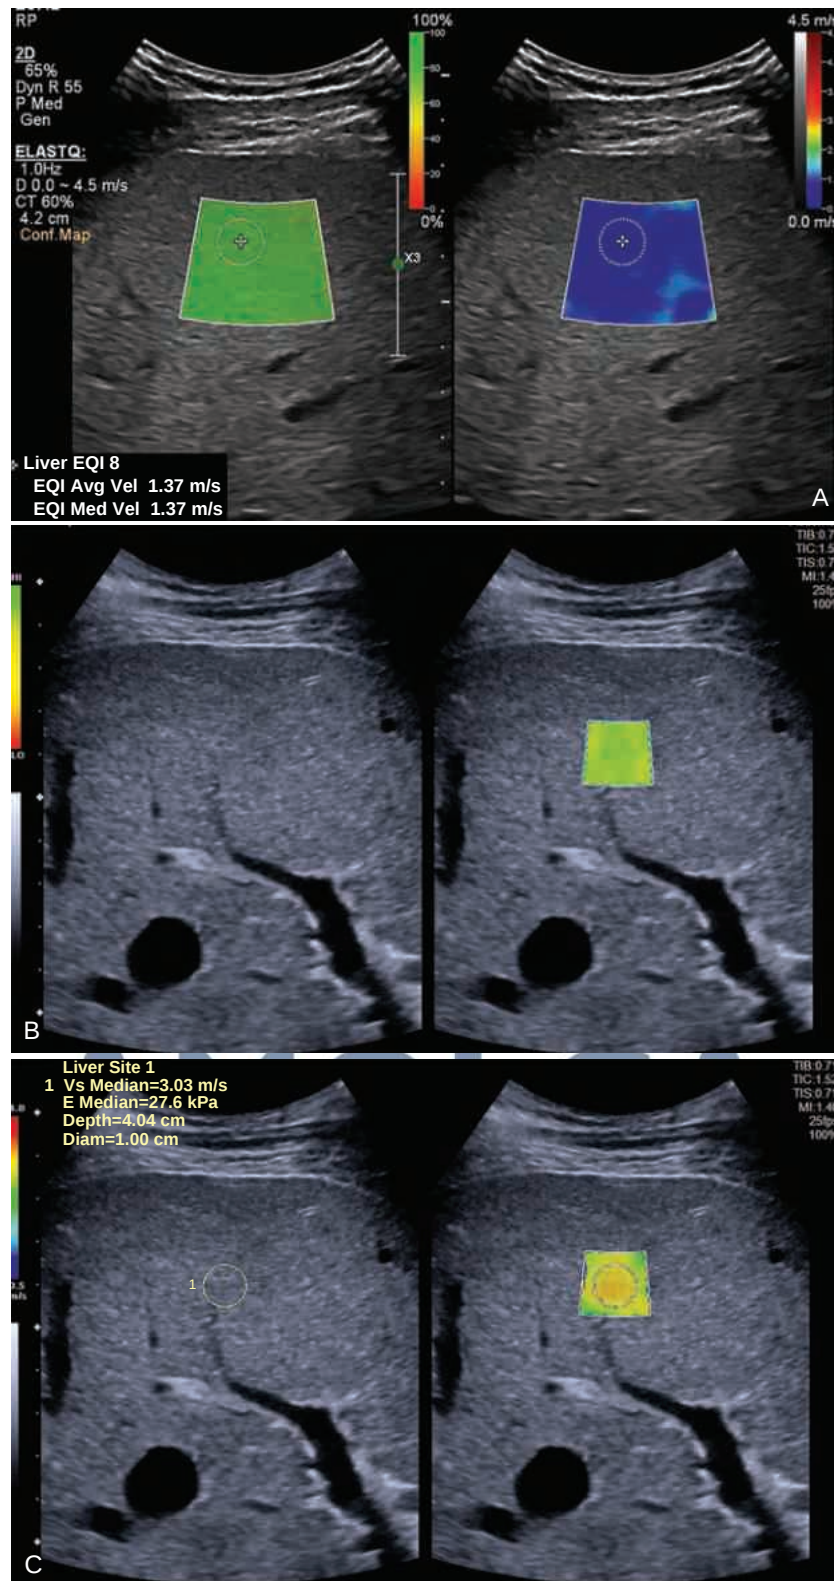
Elastografía por ondas de cizallamiento (SWE) en hígado normal y cirrótico. Los pulsos de compresión de alta intensidad del transductor se centran en una zona de interés, lo que genera ondas de cizallamiento de baja frecuencia. El desplazamiento especular resultante de las ondas de cizallamiento (transversales) se rastrea con múltiples cuadros de imágenes para estimar la velocidad de las ondas de cizallamiento. La velocidad de la onda de cizallamiento está directamente relacionada con el módulo de Young, lo que permite una estimación cuantitativa de la rigidez del tejido. (A) Hígado normal con buena calidad de la medición y valor de rigidez hepática de 1,37 m/s, en el rango de la normalidad. (B y C) Hígado cirrótico con una buena calidad de la medición y un valor de rigidez hepática de 3,03 m/s, en el rango de la cirrosis con hipertensión portal clínicamente significativa. El mapa de confianza codificado por colores es una evaluación de la calidad de las señales adquiridas. El umbral de confianza (CT, por sus siglas en inglés) se fija en el 60 % en A. En C se utiliza una escala de colores en la que amarillo/verde es buena calidad y rojo es baja calidad. (Imágenes cortesía de Richard G. Barr, MD, PhD.)
